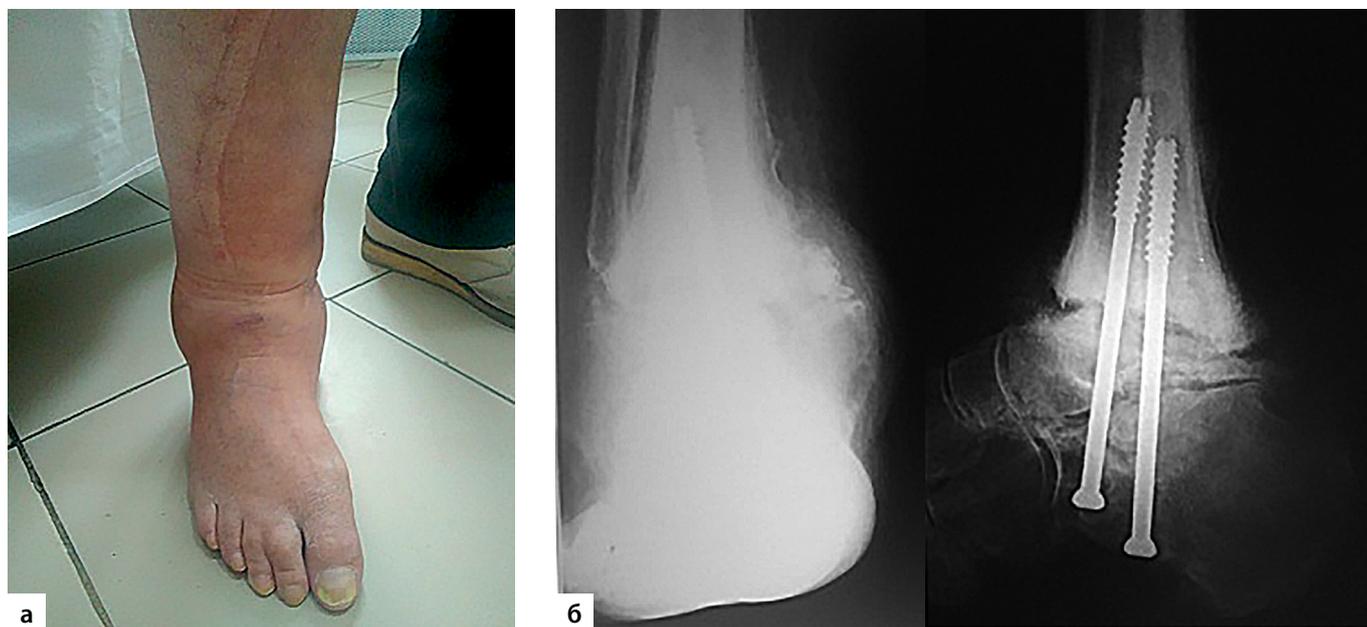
Пациентка Я., 56 лет. а – вид конечности пациентки через 6 месяцев после операции; б – рентгенограмма голеностопного сустава и заднего отдела стопы в прямой и боковой проекции через 6 месяцев после операции.
